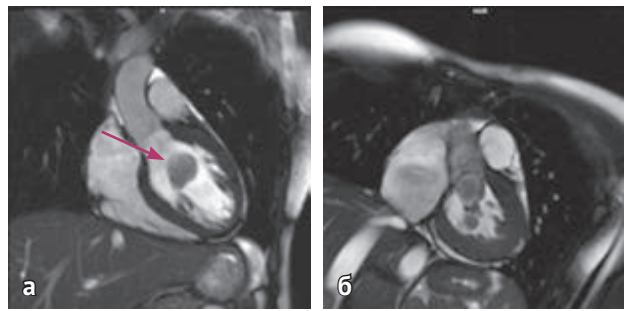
Магнитно-резонансная томография сердца: а — в полости ЛЖ многоузловое образование, имеющее связь с хордами МК (указано стрелкой); б — образование в систолу пролабирует в выносящий тракт ЛЖ
